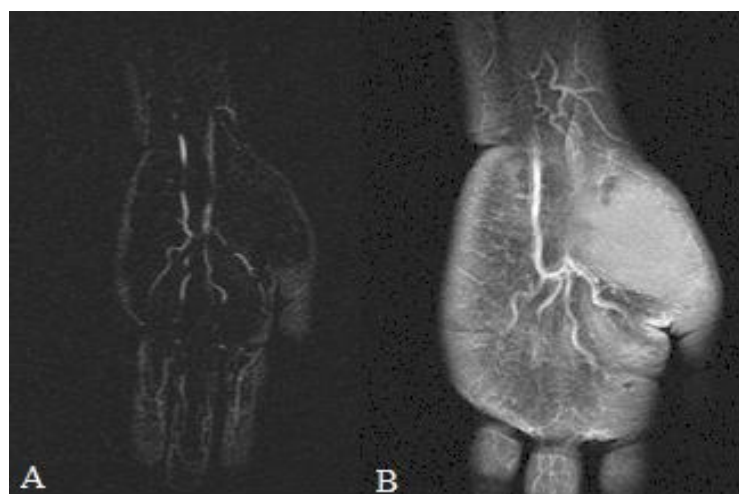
Imagens coronais de Angiorressonância Magnética (A) e Ressonância Magnética ponderada em T1, após a infusão do contraste paramagnético (B), demonstrando artéria mediana persistente.
